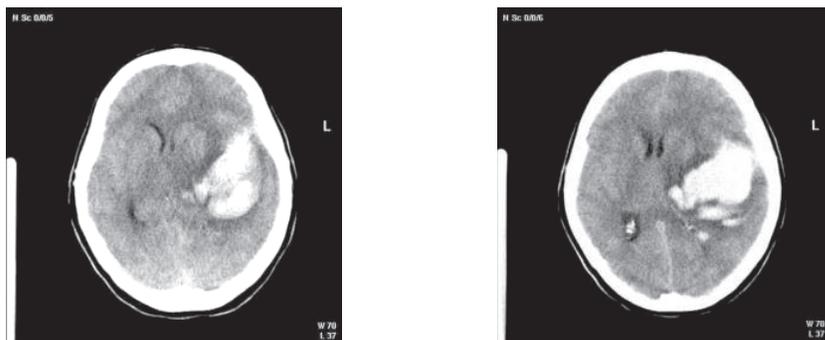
КТ-изображения больной М. с стриато-капсулярным кровоизлиянием.
